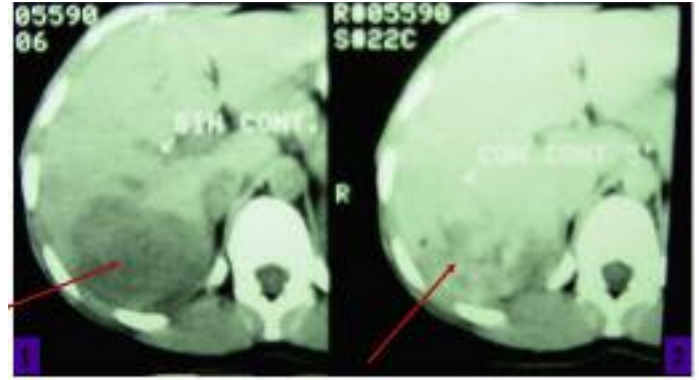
Tomografía computada dinámica: Hemangioma hepático del lóbulo derecho. 1) sin contraste: lesión hipodensa (flecha) 2) con contraste: relleno irregular de forma centripeta a zona central (flecha).
